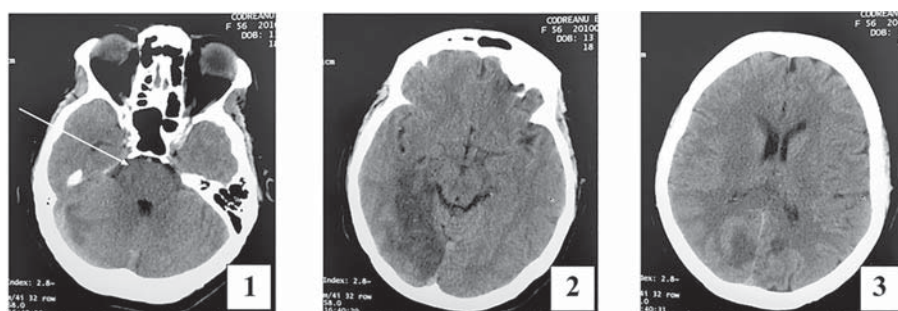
ASPECTS scor (TC nativă) 4 puncte (-1 punct pentru fiecare din focarele ischemice din teritoriul arterei cerebeloase posterioare inferioare drepte (1), arterei cerebeloase superioare drepte (2), ambelor artere cerebrale posterioare (3); minus 2 puncte pentru focarul din punte (săgeata de pe imaginea 1)
